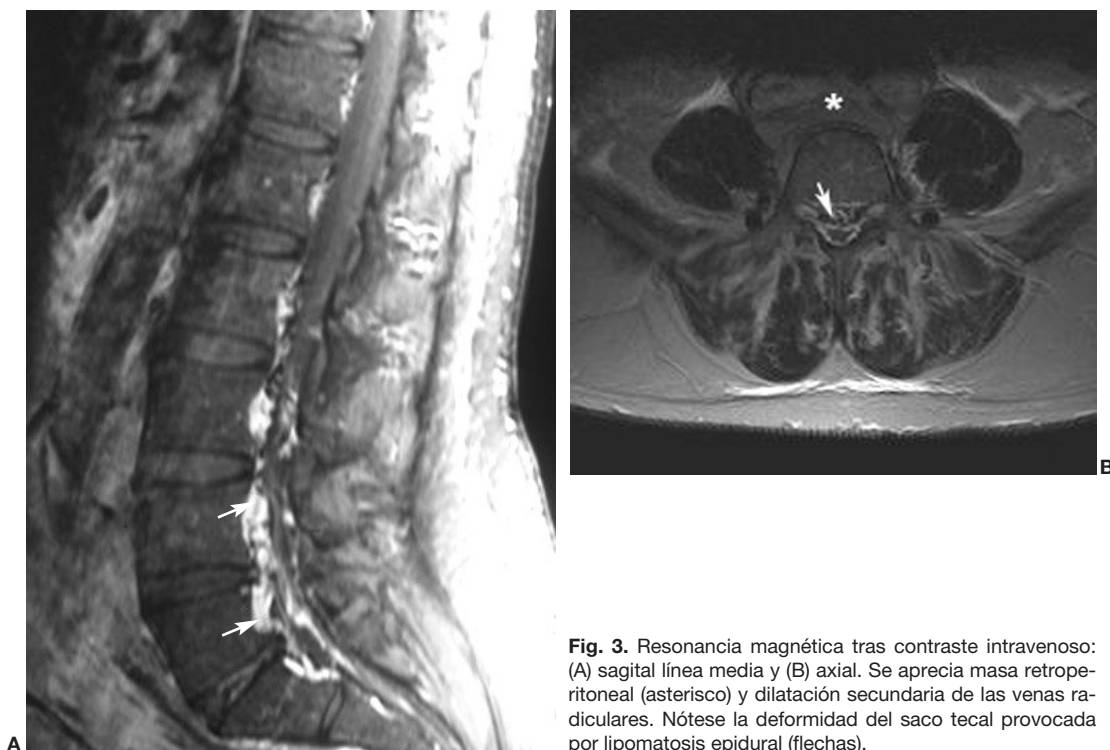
Resonancia magnética tras contraste intravenoso: (A) sagital línea media y (B) axial. Se aprecia masa retroperitoneal (asterisco) y dilatación secundaria de las venas radiculares. Nótese la deformidad del saco tecal provocada por lipomatosis epidural (flechas).
